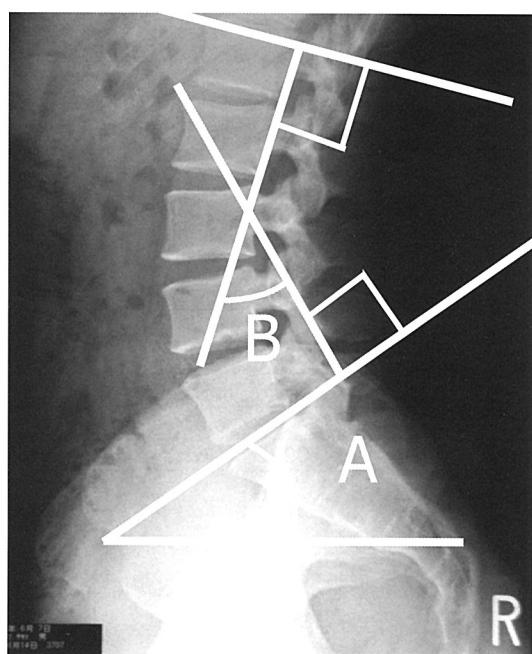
X線検査による腰椎・骨盤のアライメント測定
